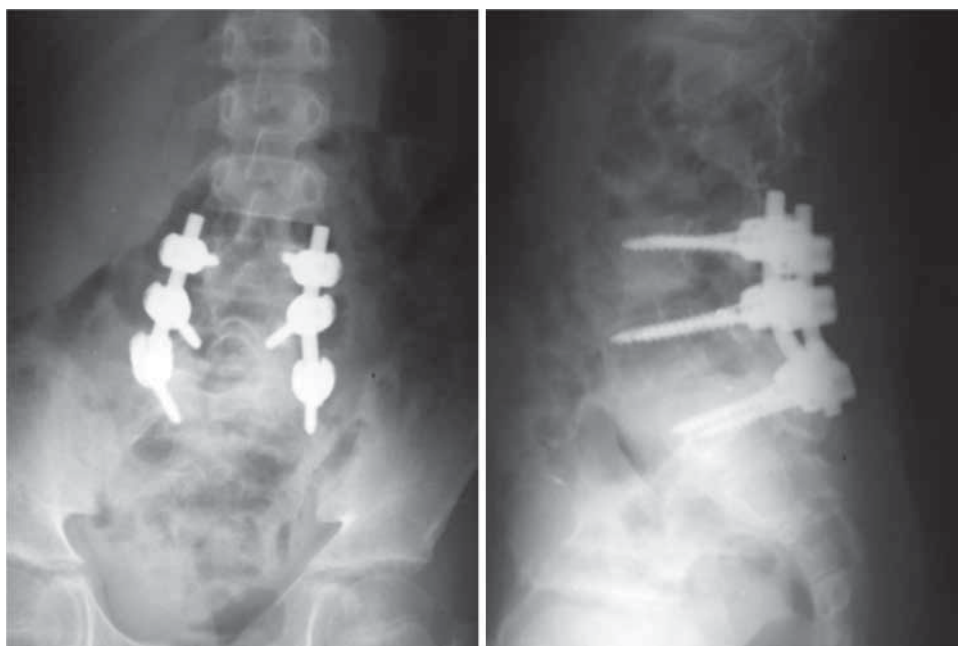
Radiografía a 1 año de seguimiento que muestra adecuada fusión y colocación de implantes.
